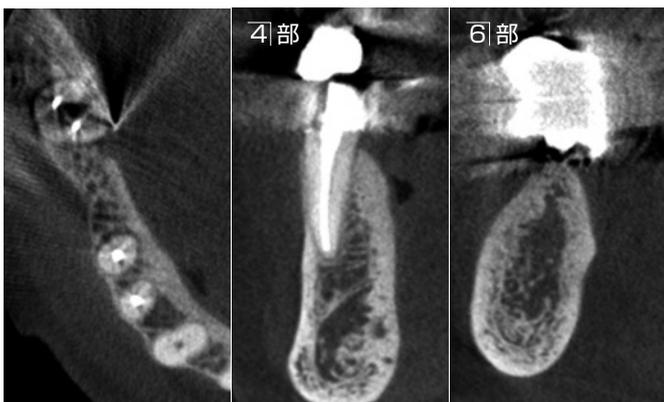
術前のCT所見。骨質はType IIIであり非常に厚い皮質骨を有しており、初期固定を得るには問題はなさそうであり、4はルートメンブレンテクニックを用いた抜歯即時埋入、6部は成熟側埋入を行い、同日にPVR装着までを行う計画とした。
